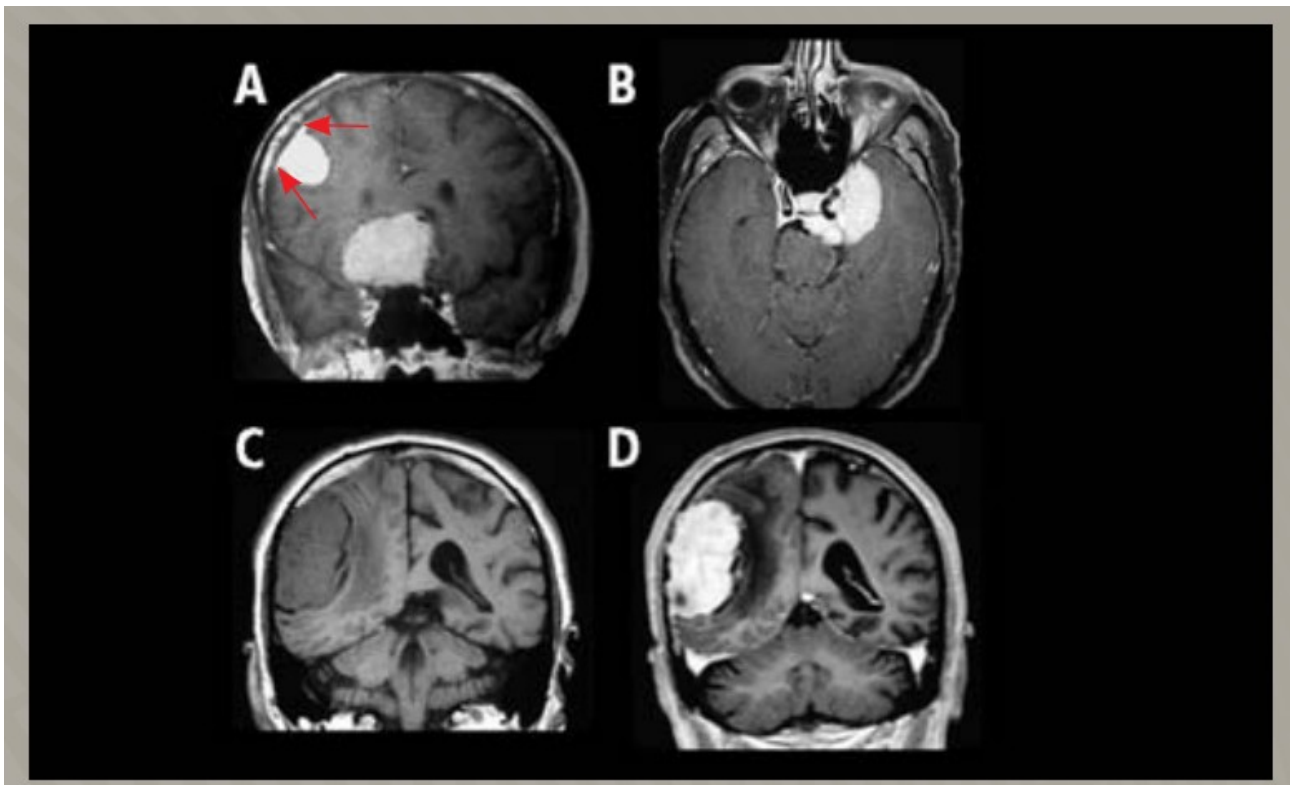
Aspects typiques en IRM :
